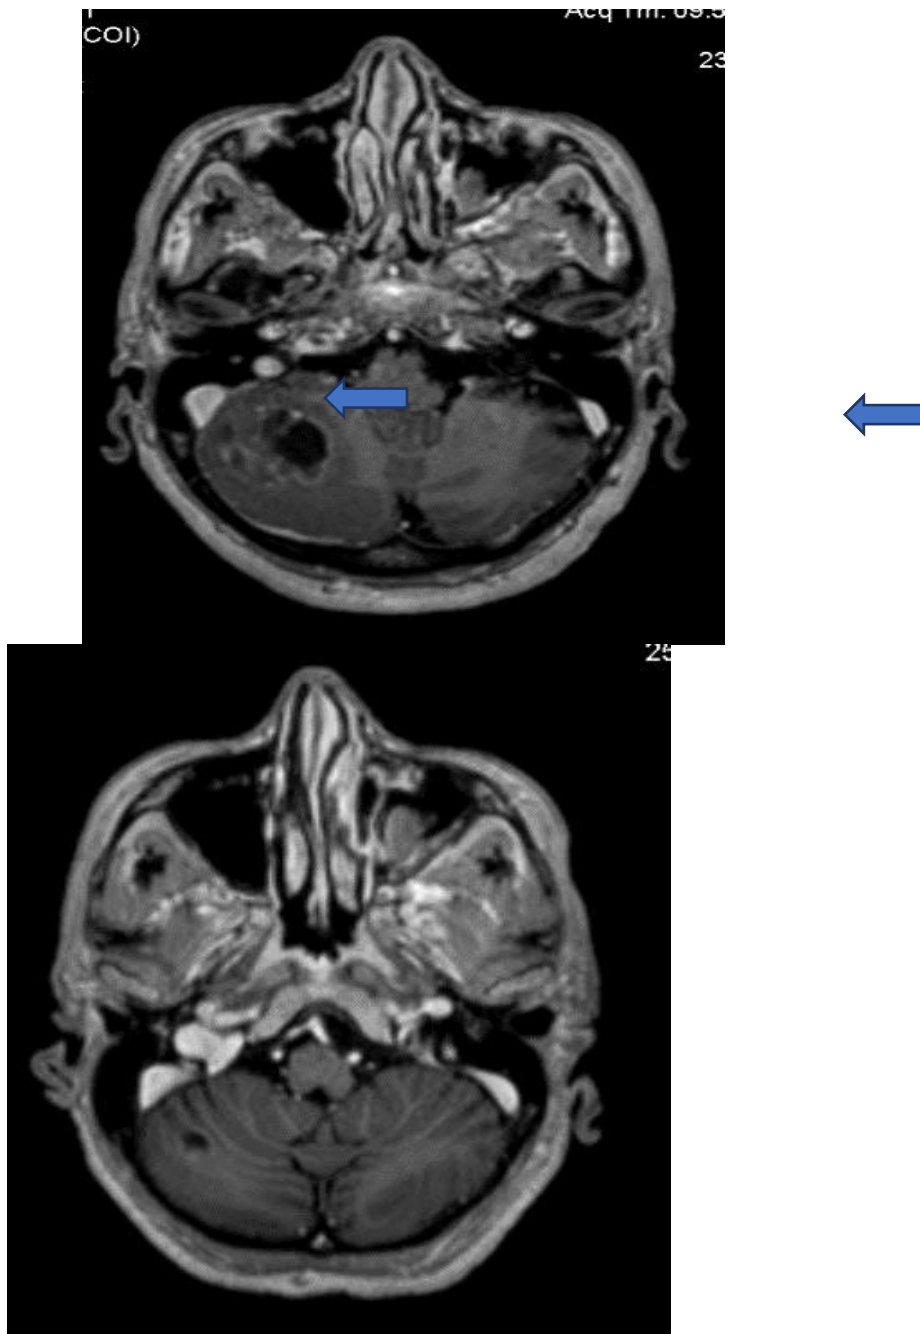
Вогнище відсіву в праву гемісферу мозочка. МРТ до СРХ з киснем (А, синя стрілка), та після СРХ з киснем через 6 місяців (Б).
